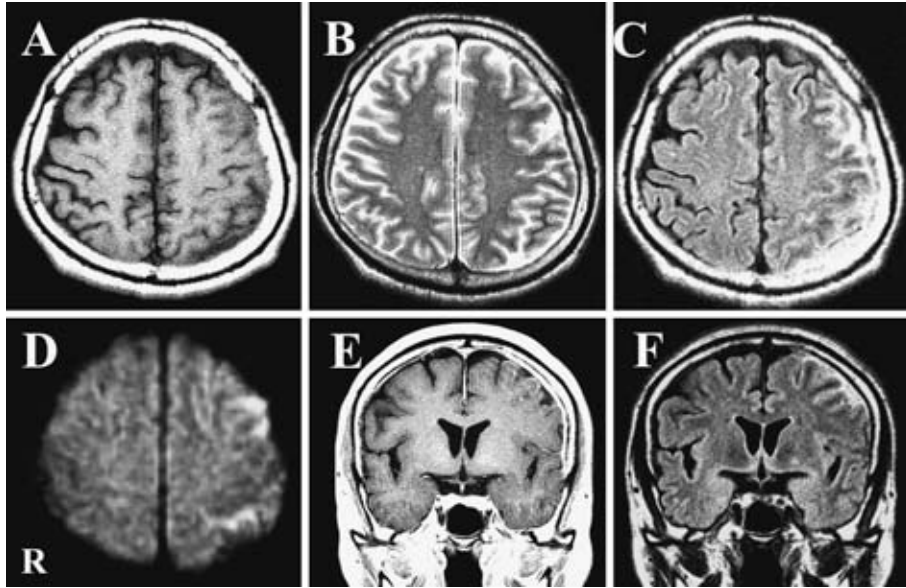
Brain MRI performed on the 4th hospital day (A-F).
